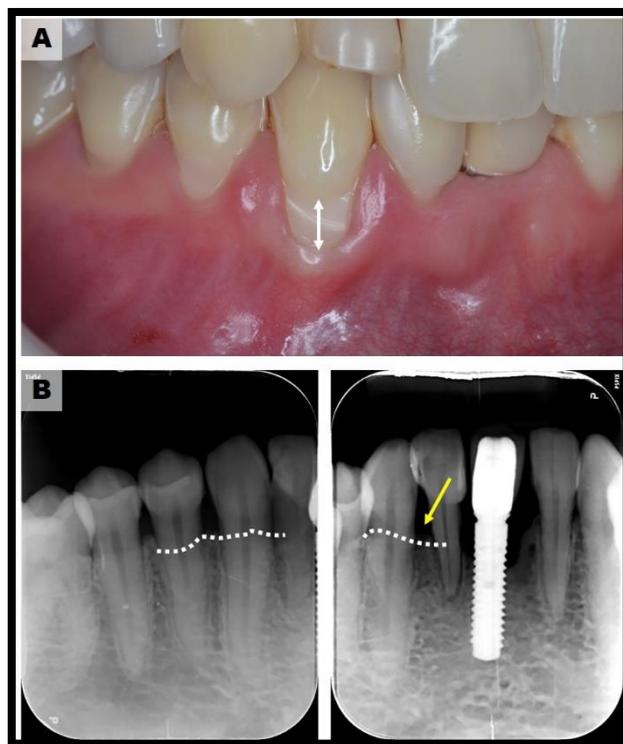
Imagem clínica inicial (A). Observada recessão gengival por vestibular (seta branca) e imagem radiográfica periapical do dente 4.3 (B). Observada a perda de inserção clínica por distal (seta amarela). Caracterizando o defeito com Classe III (Miller, 1985) ou classe II (WWP, 2017).
